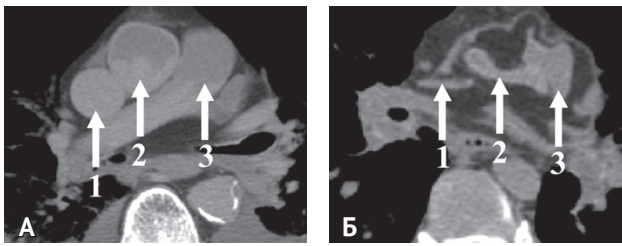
Посмертная мультиспиральная компьютерная томография сердца и крупных сосудов грудной полости: А — смерть в результате тяжелой закрытой черепно-мозговой травмы, кровопотеря отсутствует. Срез на уровне правой легочной артерии. Нормальные размеры сосудов; Б — смерть в результате массивной кровопотери (травма сосудов шеи). Срез на уровне правой легочной артерии. Спавшиеся сосуды. 1 — верхняя полая вена, 2 — восходящая аорта, 3 — основного ствол легочной артерии
